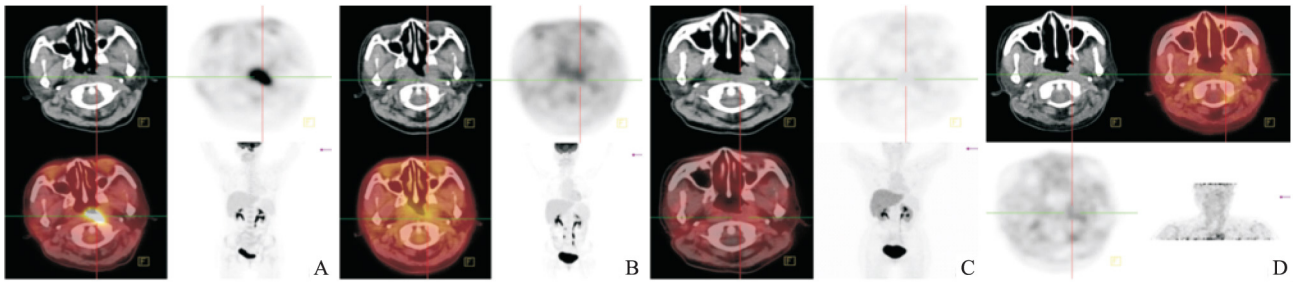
甘氨酸双唑钠放疗增敏组放疗前后 CT 及 PET/CT 显像
